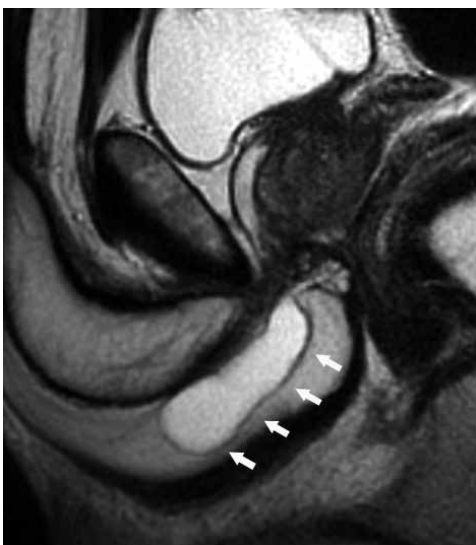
RM de pelvis, corte sagital ponderado en T2, donde se visualiza una dilatación quística, hiperintensa, del conducto de la GC izquierda (Flechas Blancas), a nivel parauretral, inmediatamente por debajo y hacia la izquierda de la uretra.
